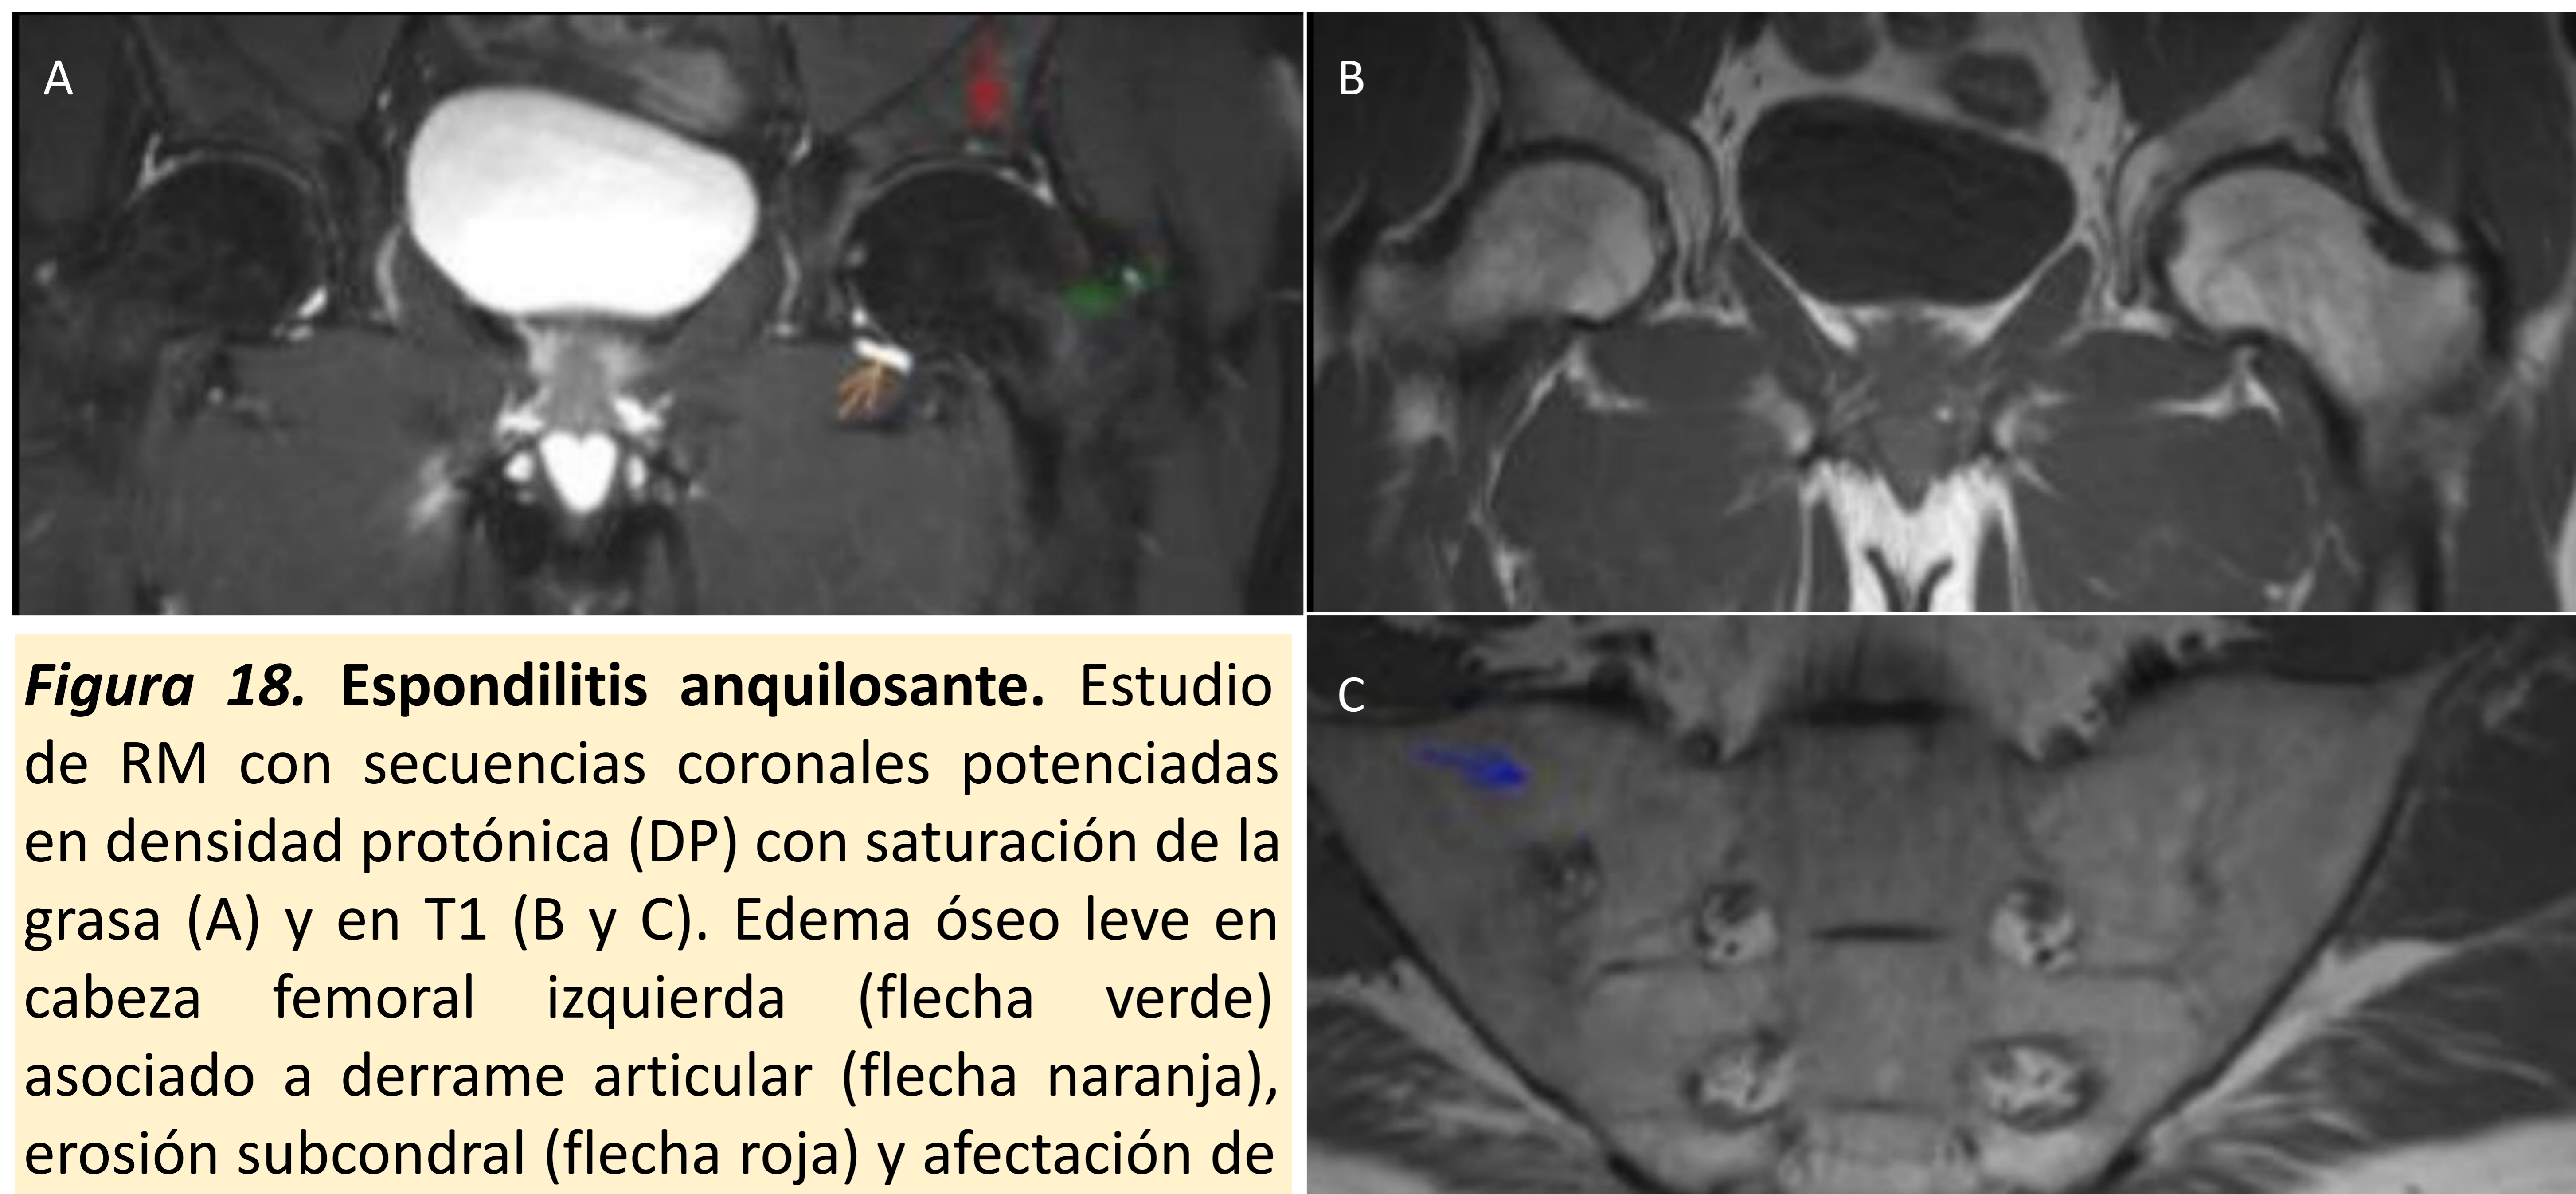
Espondilitis anquilosante. Estudio de RM con secuencias coronales potenciadas en densidad protónica (DP) con saturación de la grasa (A) y en T1 (B y C). Edema óseo leve en cabeza femoral izquierda (flecha verde) asociado a derrame articular (flecha naranja), erosión subcondral (flecha roja) y afectación de articulaciones sacroilíacas (flecha azul).
